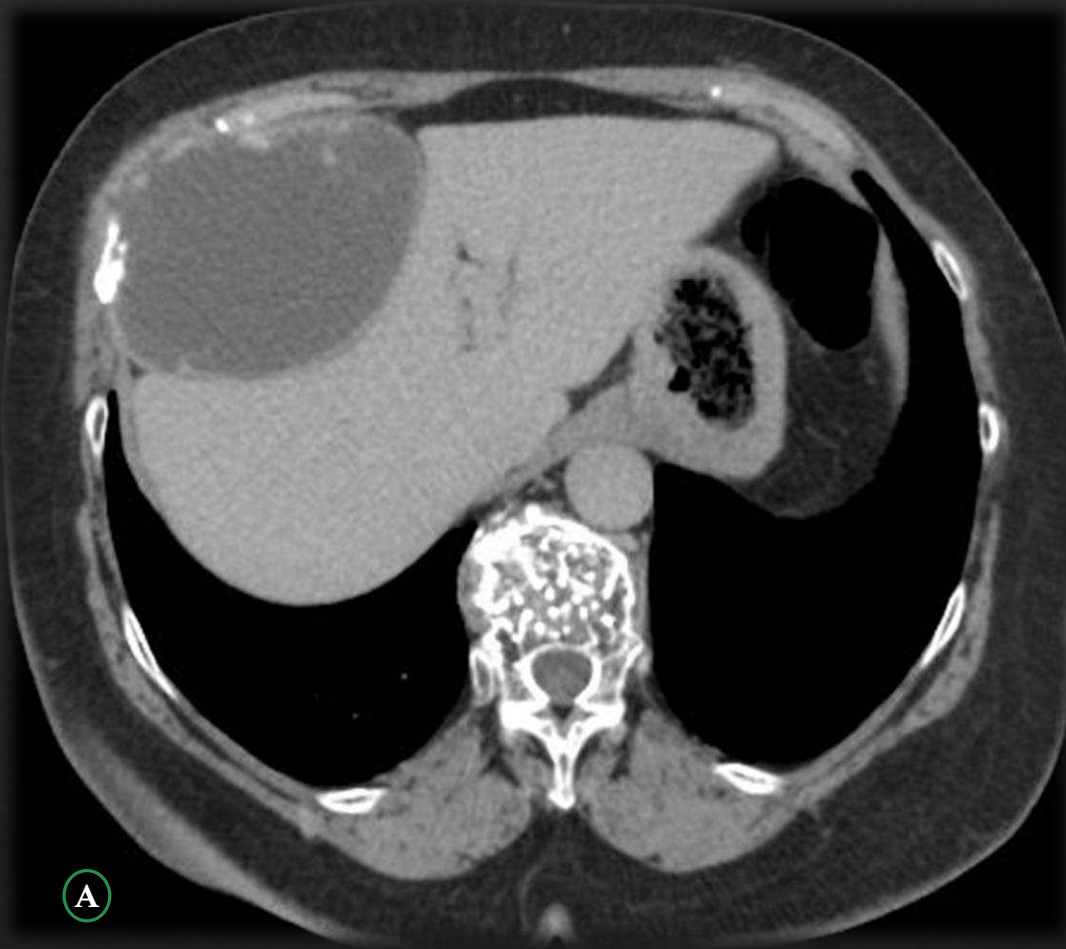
A: TC toracoabdominal con contraste endovenoso fase portal, con corte en plano axial y reconstrucción sagital. Gran masa en pared torácica inferior derecha con extensión intraabdominal en al hipocondrio derecho, que ejerce efecto de masa sobre en parénquima hepático sin signos de infiltración del mismo. Hipodensa, quística, con áreas de captación en su periferia. De bordes bien definidos. Leve destrucción ósea de arcos costales inferiores.
